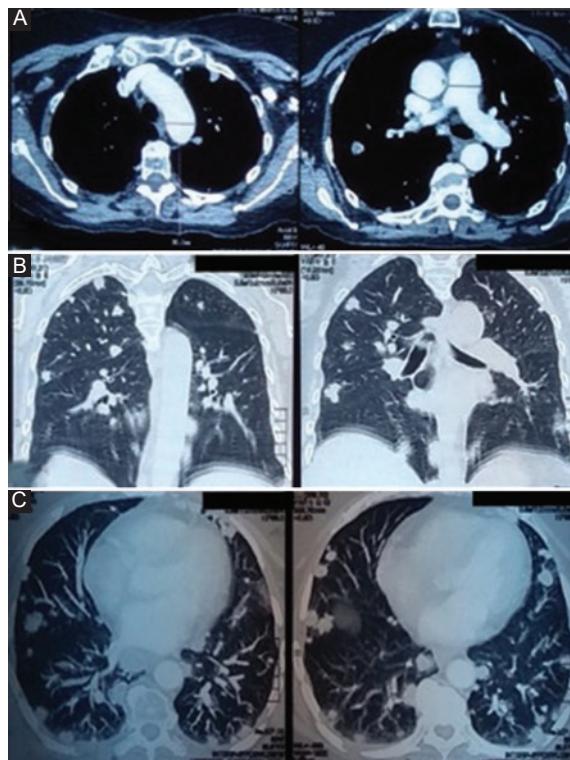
Tomografía computada de tórax. A: corte axial a nivel del mediastino en el que se observa una lesión metastásica. B: corte coronal, ventana pulmonar, que muestra múltiples lesiones metastásicas en ambos hemitórax. C: corte axial, ventana pulmonar, con presencia de múltiples lesiones metastásicas.
